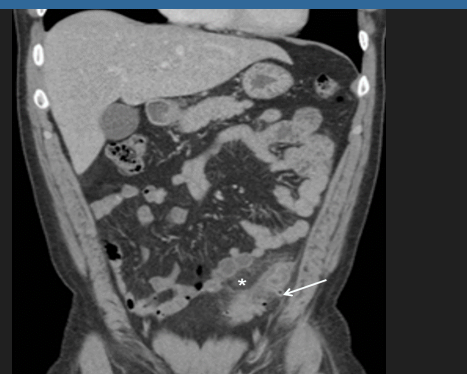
Corte transversal de TC abdominal que muestra divertículo (flecha) con microperforación (punta de flecha) y rarefacción de la grasa pericólica (asterisco)
